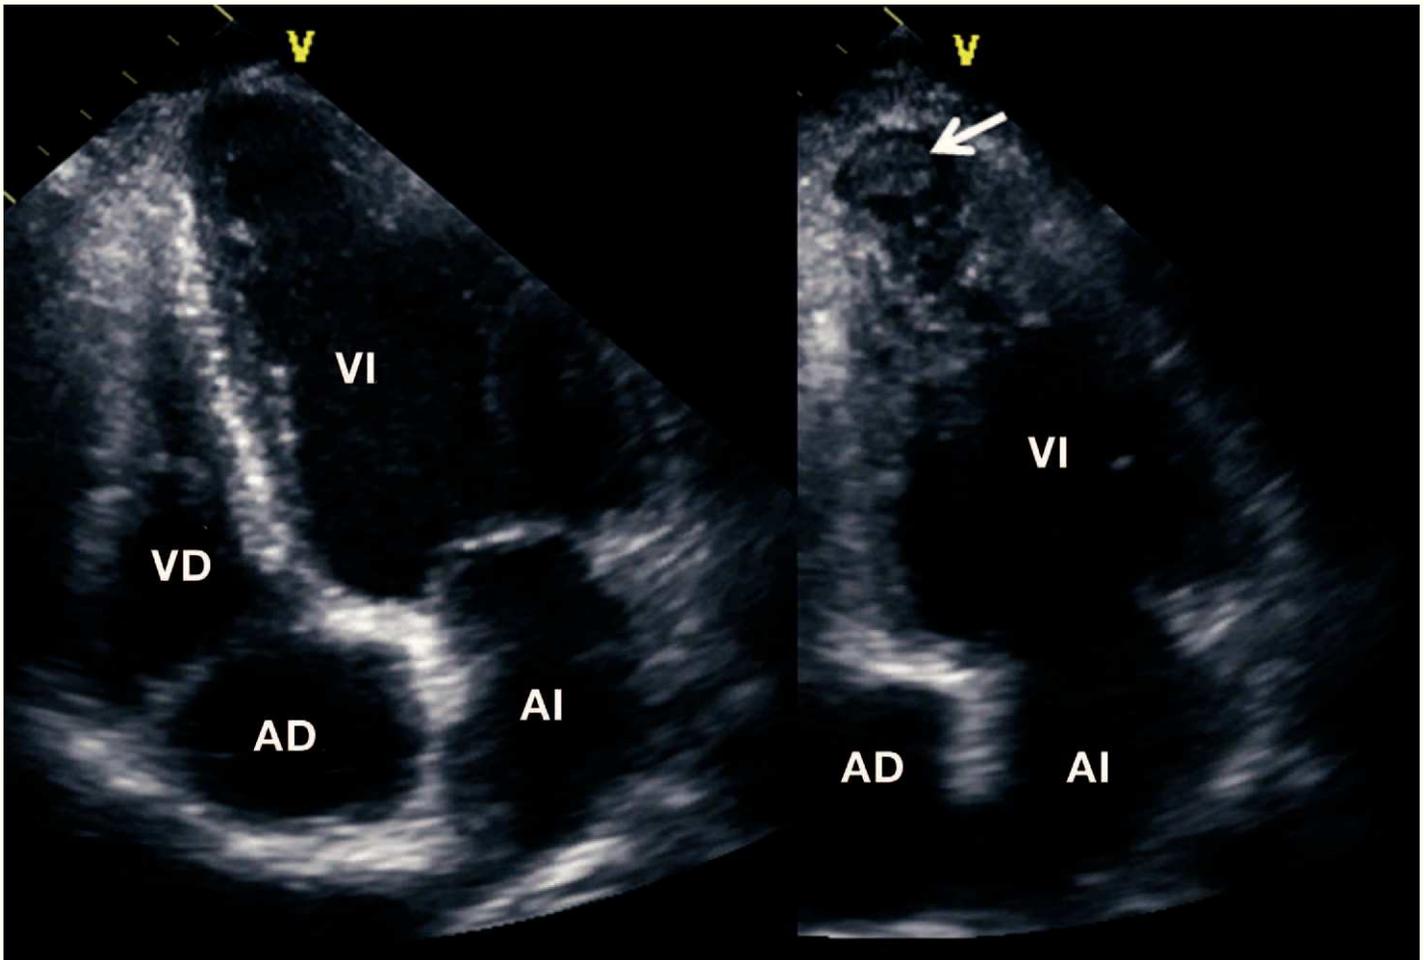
Ecocardiografía bidimensional en proyección apical tetracameral en un paciente con un pequeño aneurisma ventricular izquierdo (izquierda) y un trombo (derecha). Este trombo se observa empleando proyecciones no estándares, con objeto de explorar la totalidad del vértice ventricular izquierdo. La pared apical parece mostrar un abombamiento durante la sístole. AD: aurícula derecha; AI: aurícula izquierda; VD: ventrículo derecho; VI: ventrículo izquierdo.
